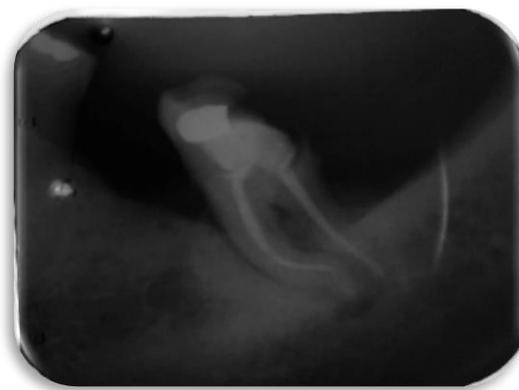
Radiografia periapical após obturação
